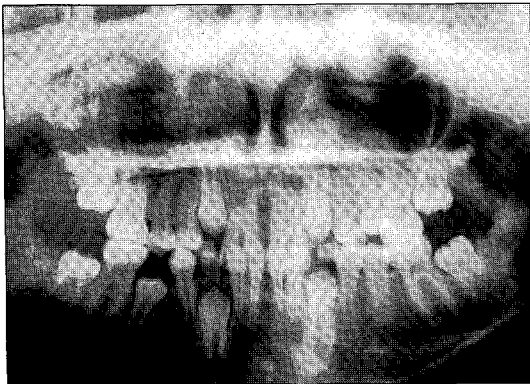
Panoramic radiograph 4 months after the surgical enucleation. The lower right 2nd premolar showed a normal root development and eruption.
